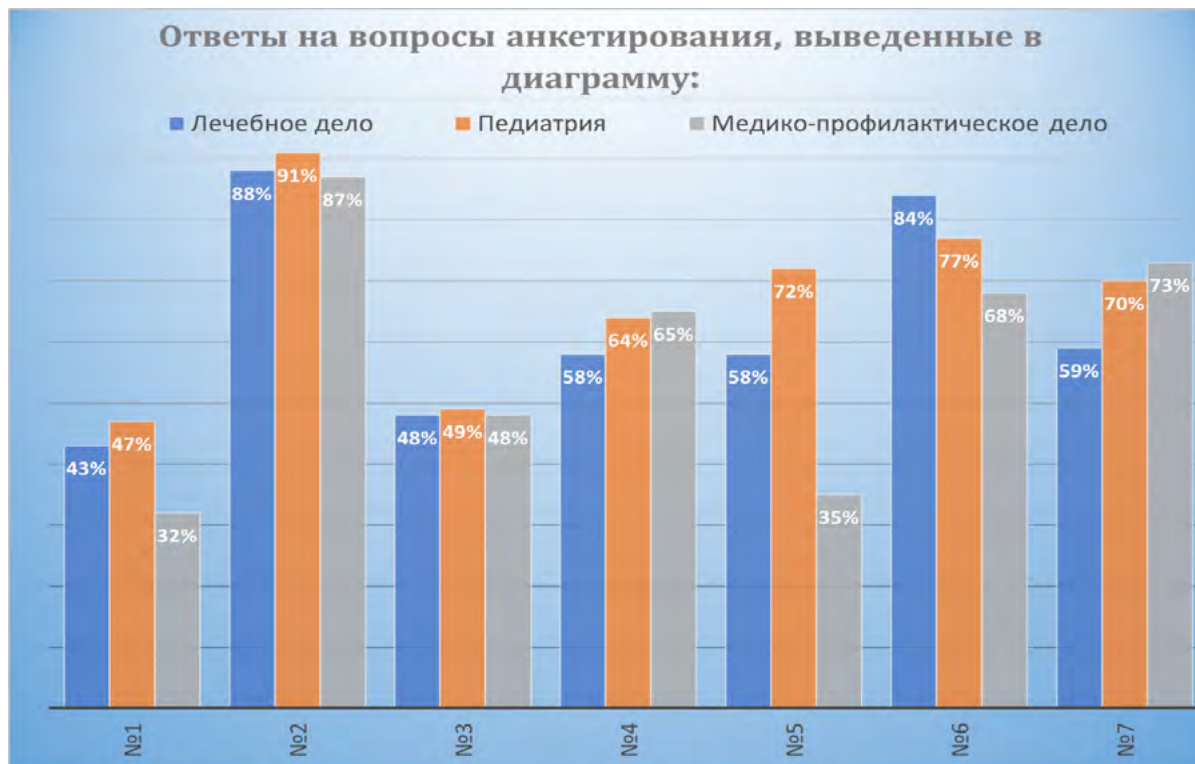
Уровень просвещенности респондентов трех специальностей на некоторые вопросы анкеты: №1 – о прегравидарной подготовке; №2 – о ранней постановке на учет по беременности; №3 – о тройном тесте на ВПР; №4 – о сроках скринингового УЗИ; №5 – о методах и показаниях пренатальной диагностики; №6 – о показаниях к инвазивной диагностике; №7 – о желании дополнительной информации по планированию беременности и профилактике ВПР.
